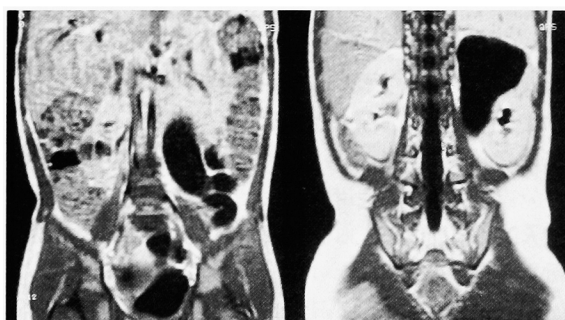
MRI demonstrated hydroureteronephrosis of the upper half of the left kidney and ureter.
